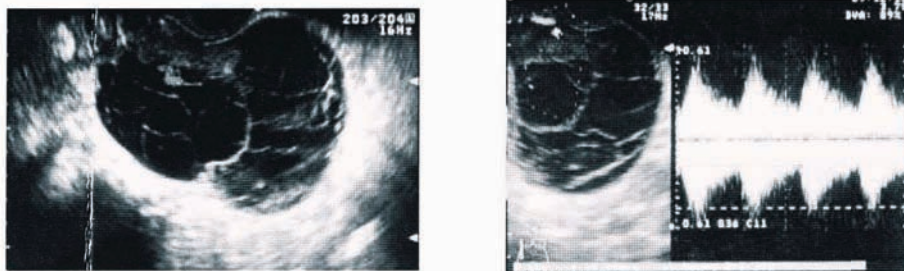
漿液性嚢胞腺癌の超音波断層法およびドプラ法。
